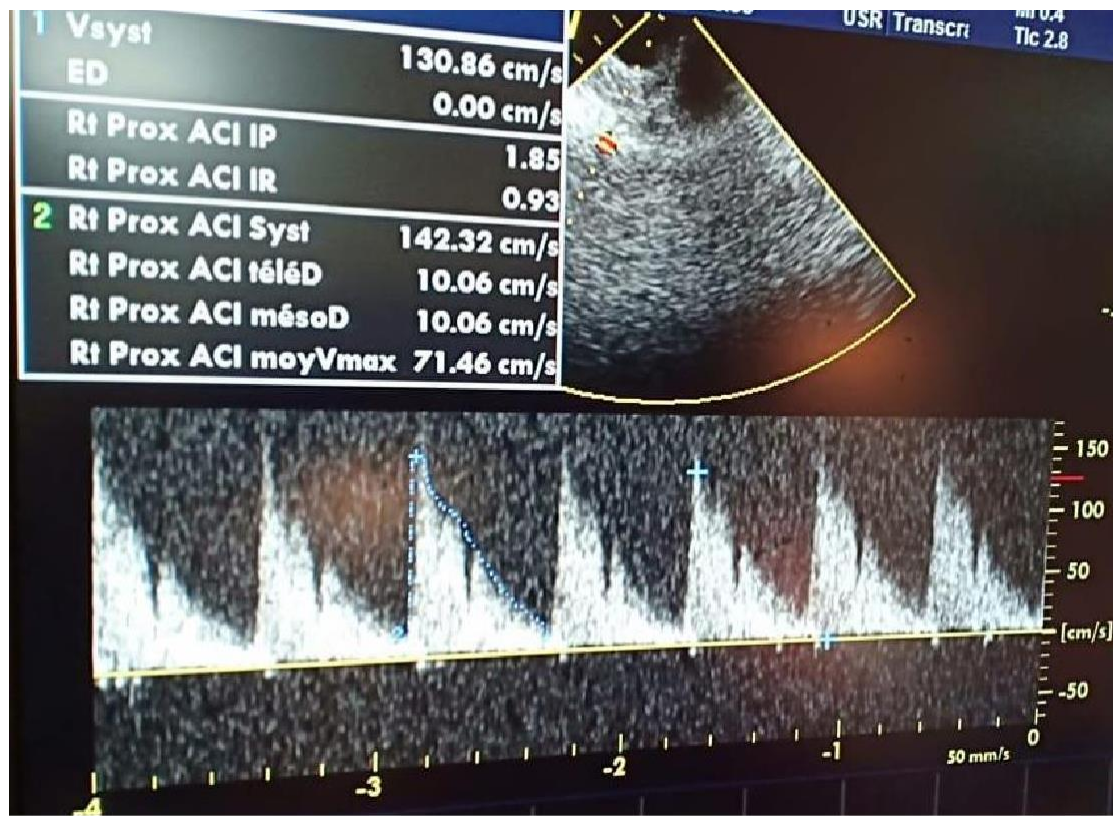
DTC pathologique au niveau de l'artère cérébrale moyenne montrant un IP à 1.86 et une Vd à 10 cm/s malgré les mesures de neuro-réanimation optimales avec à la TDM des signes de pré-engagement indiquant une CD.
